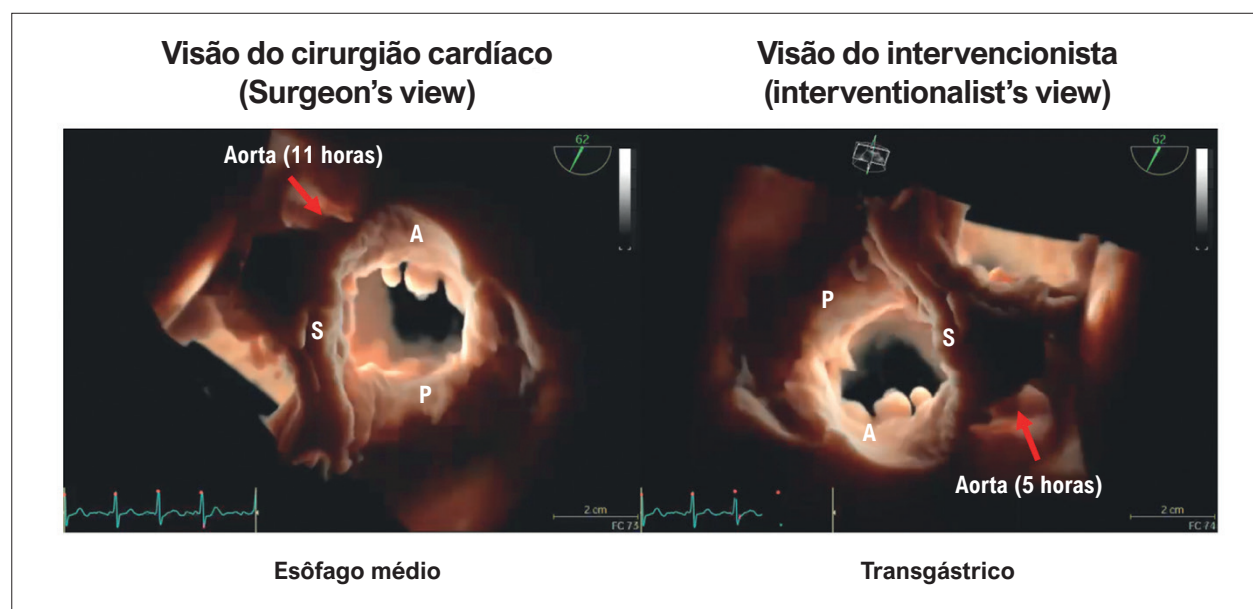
Reconstruções tridimensionais da valva tricúspide com aplicação do recurso de transluminescência em ecocardiografia transesofágica tridimensional, destacando duas orientações complementares. À esquerda, a surgeon's view exibe a valva em face com a aorta posicionada às 11 horas, replicando a perspectiva operatória. À direita, a interventionalist's view resulta da rotação do volume tridimensional para posicionar a aorta às 5 horas, correspondendo à visualização fluoroscópica no laboratório de hemodinâmica. As cúspides anterior, posterior e septal estão delimitadas em ambas as projeções. A: anterior; P: posterior; S: septal.
